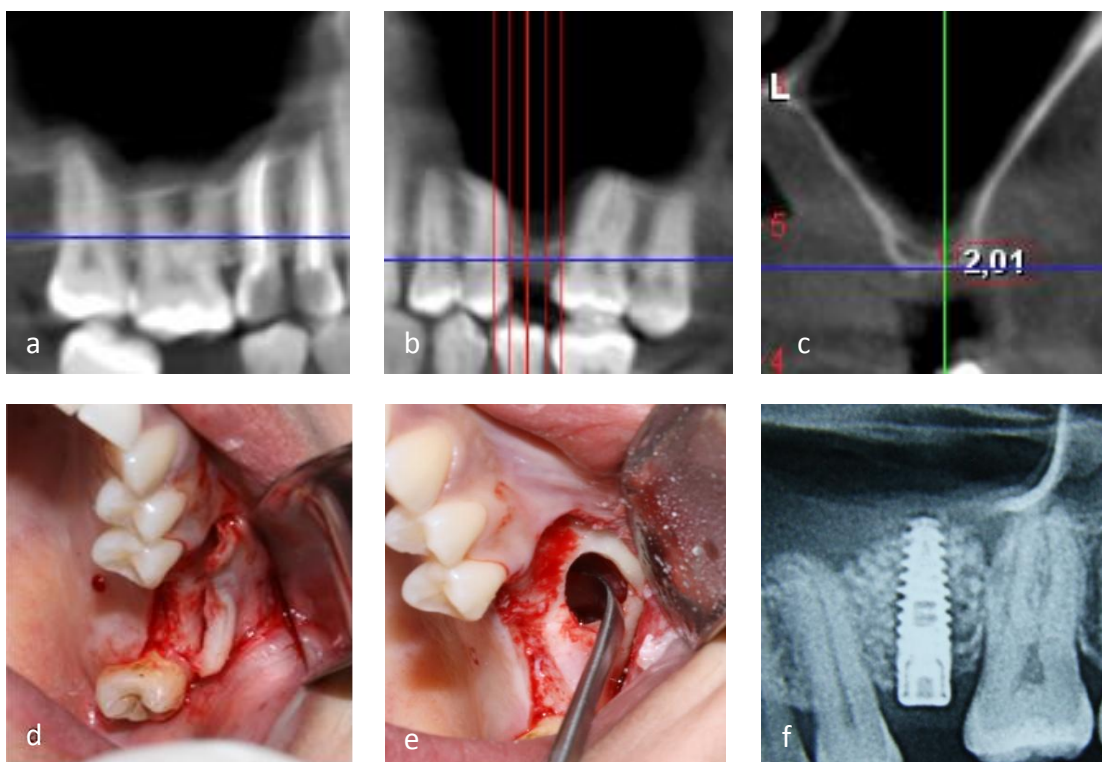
14. Pacienta M (40ani). Dintele 25 extras, 5 ani. Aspectul sectorului dentat contrlateral pe CBCT (a) demonstrează efectul de pneumatizare (b); osul rezidual subantral – 2,01mm (c); crearea accesului către creasta alveolară și peretele lateral al SM (d); fereastra creată, elevarea membranei sinuzale (e); fragment din OPG postoperator - rezultatul augmentării cu β -TCP si instalării implantului 3,3-1,5 mm (f).
